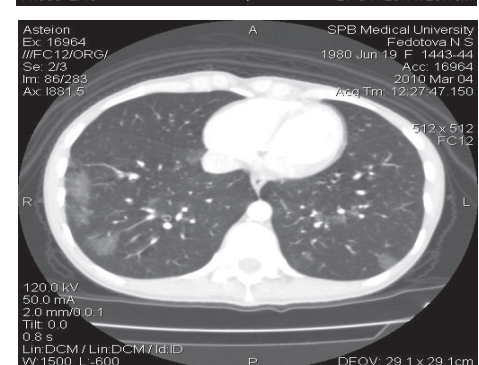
Больная Ф., 30 лет. Легочные проявления синдрома Чардж-Штресса. На топограмме органов грудной клетки определяется КТ-картина двусторонних интерстициальных изменений (*a*). На аксиальных КТ-срезах в легочном электронном окне (*б, г*) в субплевральных отделах с обеих сторон имеются участки «матового стекла» — проявления геморрагического пропитывания при васкулите. На аксиальном КТ-срезе в условиях болюсного контрастирования (*в*) дефектов заполнения легочной артерии контрастным веществом не выявлено, определяются лимфатические узлы бронхопульмональных групп с обеих сторон диаметром до 15 мм
